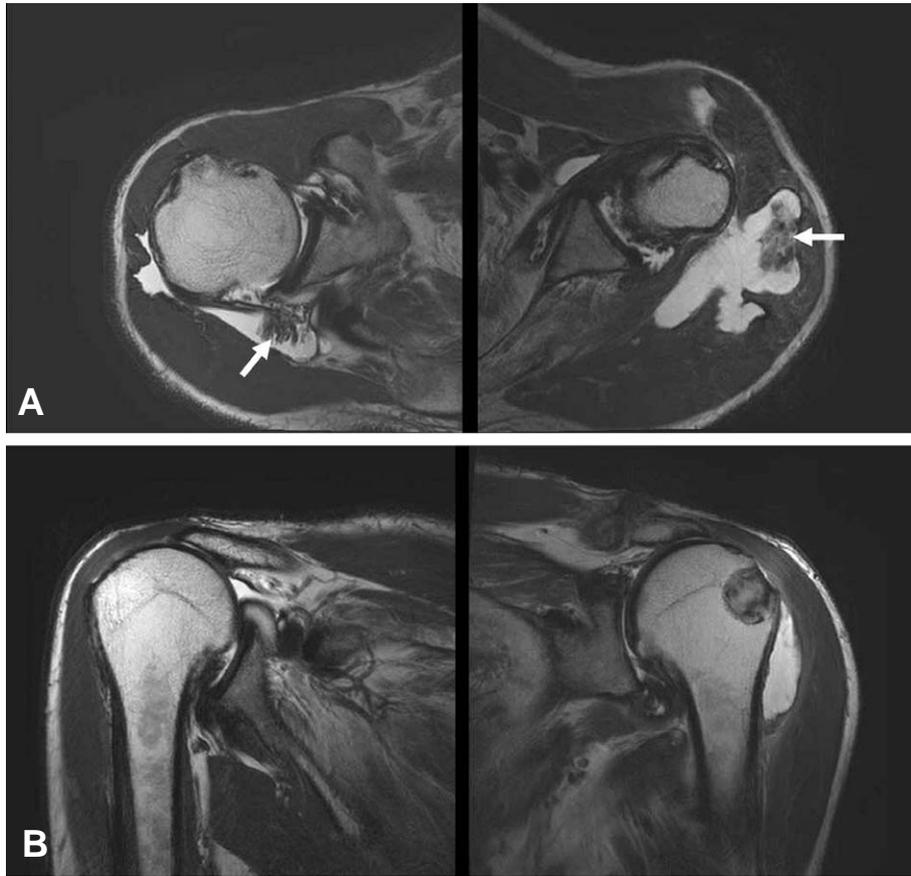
(A) Preoperative axial MRI of both shoulders show diffuse synovial proliferation with deltoid muscle infiltration and pigmented soft tissue mass (arrow). (B) Preoperative coronal MRI of both shoulders show bilateral massive supraspinatus tendon tear and cystic mass on left humeral head.
